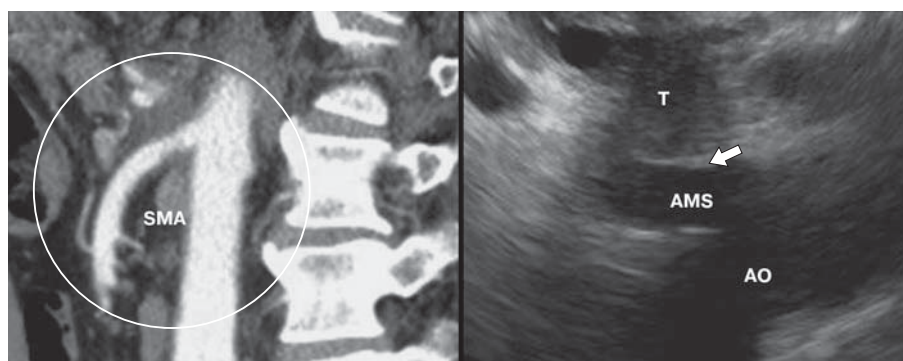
Новообразование ПЖ. Воспалительная инфильтрация жировой ткани: а — компьютерная томограмма; б — ультразвуковая эндоскопическая. При эндоскопическом УЗИ демаркация между краем опухоли и стенкой артерии видна четко. При МСКТ признаком воспаления являются циркулярные изменения, “муфта” вокруг сосуда и их гомогенность. Однако отграничить стенку артерии от воспаления невозможно.
